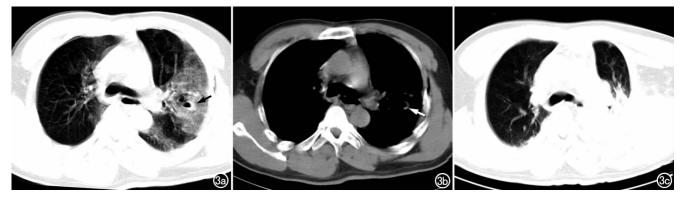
男,52岁,车祸伤。a) 外伤后 1hCT 肺窗图像,示左肺上叶尖后段环状空腔型囊肿(箭),灶周大片湿肺;b) 纵隔窗图像,示囊肿壁外侧份较厚(箭),左侧胸壁少量积气;c) 31 h 后复查 CT 示病灶转化为囊肿型,灶周磨玻璃影明显实变且同侧胸腔积液增加。
